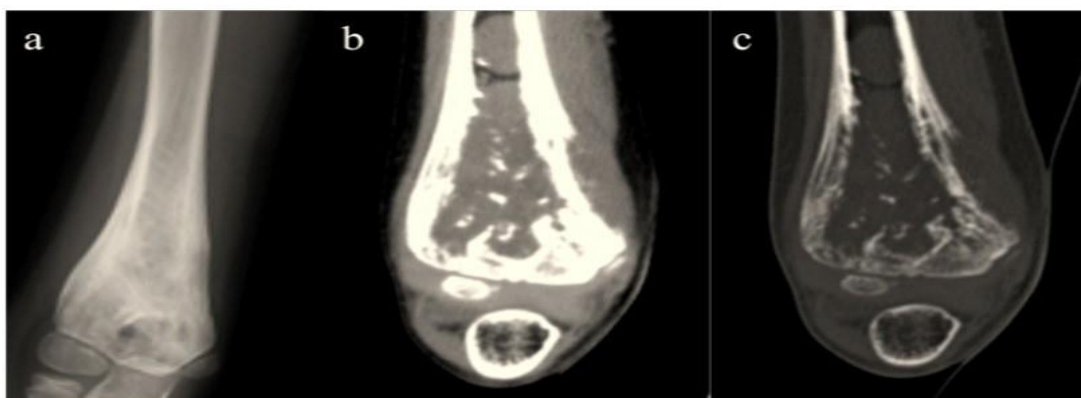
sarcome d'Ewing chez un enfant de 9 ans, confrontation radiographie (a) et scanner (b,c) précisant l'ostéolyse ,la réaction périostée et l'atteinte des parties molles.
